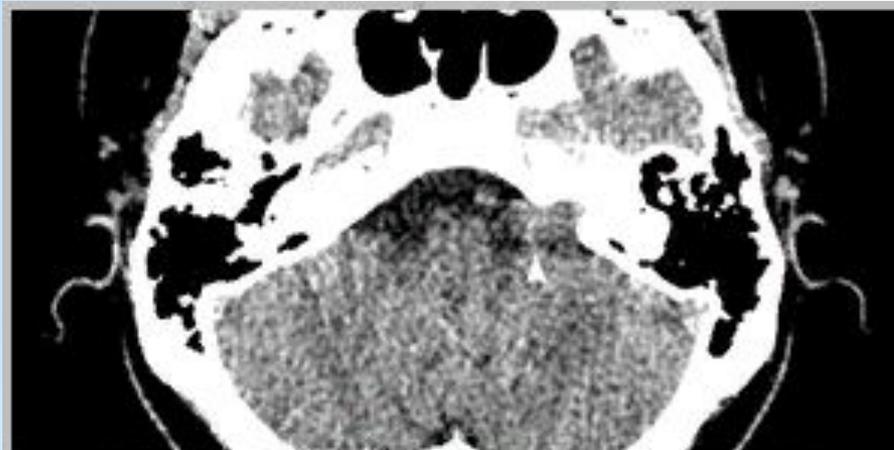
КТ Cerebrum, Osteo tra
